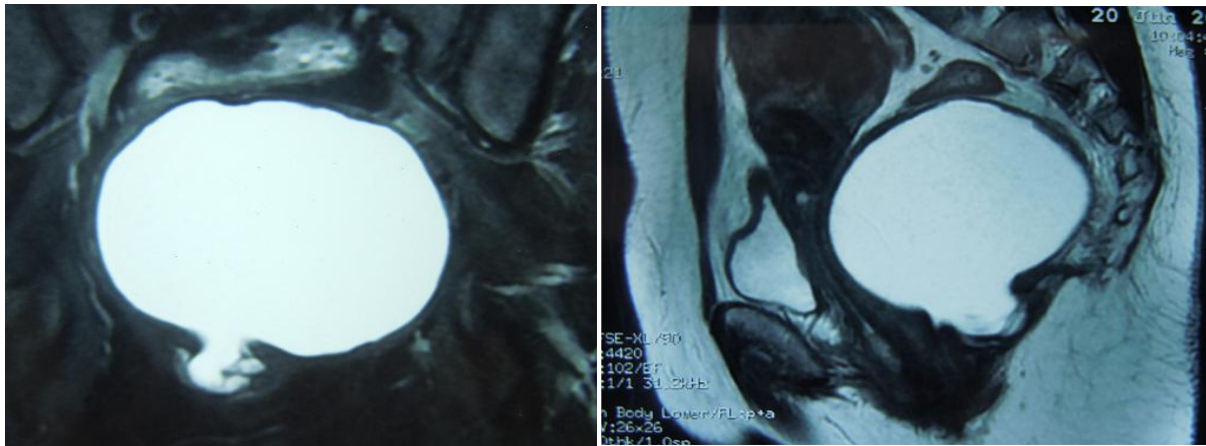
IRM : A gauche : Coupe coronale en T1 après injection de gadolinium, montrant la masse en hypersignal avec son prolongement en doigt de gant dans la portion rectale. A droite : Coupe sagittale en séquence pondérée T2, masse en hypersignal refoulant le rectum et le vagin en avant. [Service de chirurgie viscérale ; HMIMV]
